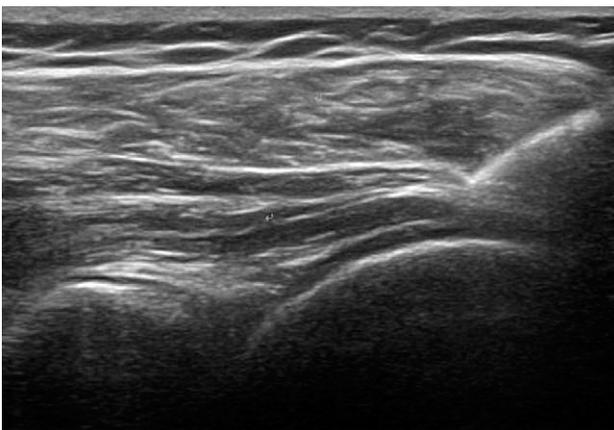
The ultrasound image demonstrating proper placement of the needle between infraspinatus (IST) and deltoid muscle (D).
